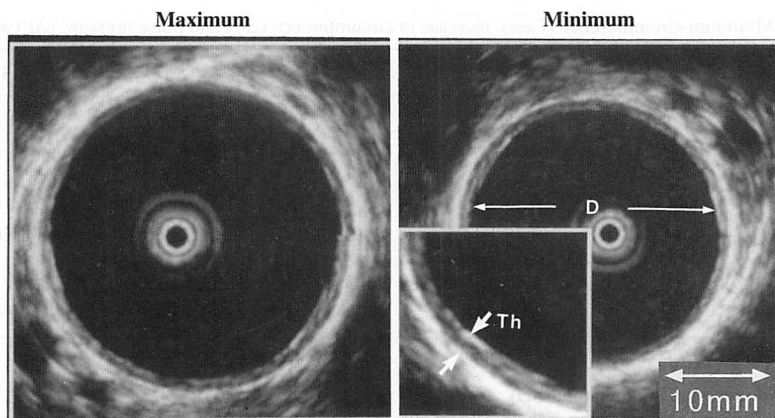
Measurements on arterial echograms recorded by intravascular ultrasound
